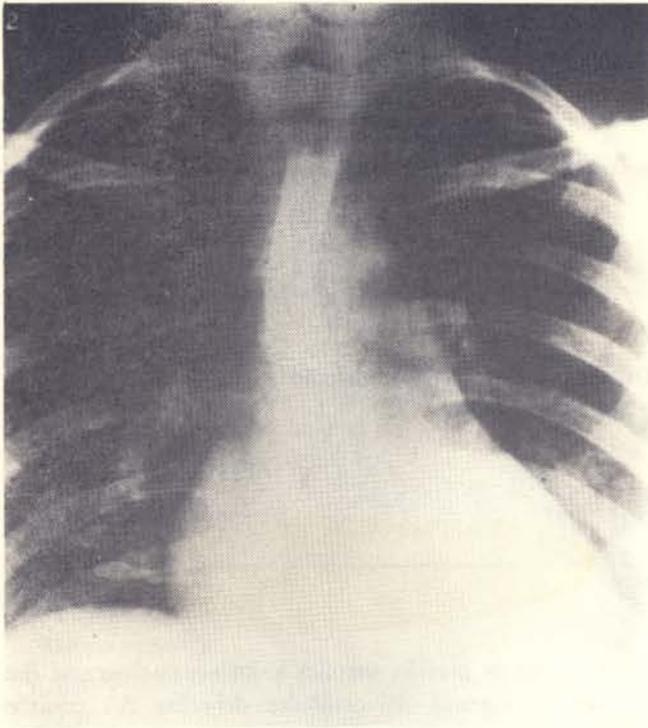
b y c. Fig. a) muestra radiografía Pa del tórax con dilatación discreta del arco de la pulmonar; b) y c) muestran en red lateral de tórax, la hipertrofia del ventrículo y aurícula derecha. Estas radiografías pertenecen a la paciente No. 3.
